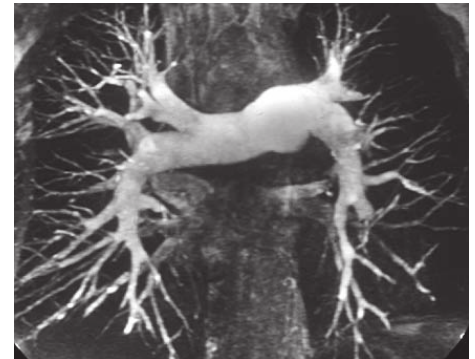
Postoperative MRT-Aufnahme
